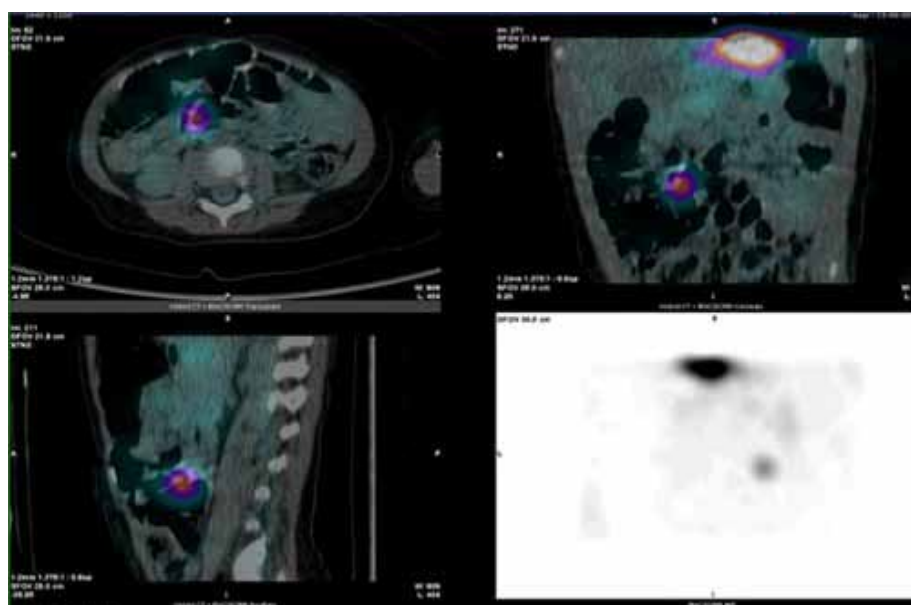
SPECT-CT de mucosa gástrica ectópica con ^{99m}Tc -pertechnetato en corte axial, coronal y sagital. Se evidencia captación del radiotrazador en asas intestinales a nivel del íleon, compatible con divertículo de Meckel.
